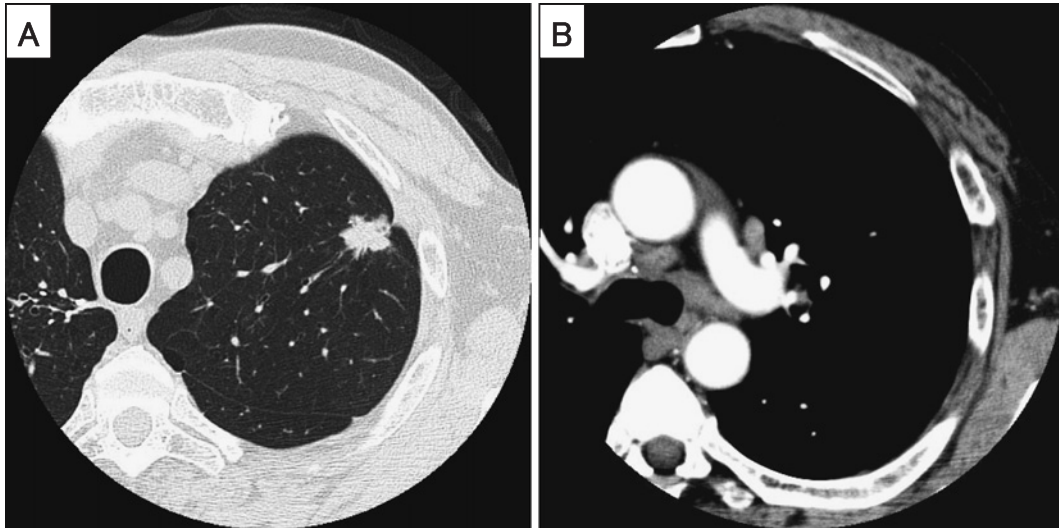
A chest CT scan shows a 21×20 mm nodule with spicule formation and pleural indentation in the left upper lobe (A). A chest CT scan shows swollen left hilar and mediastinal lymph nodes (#4, 10) (B).
